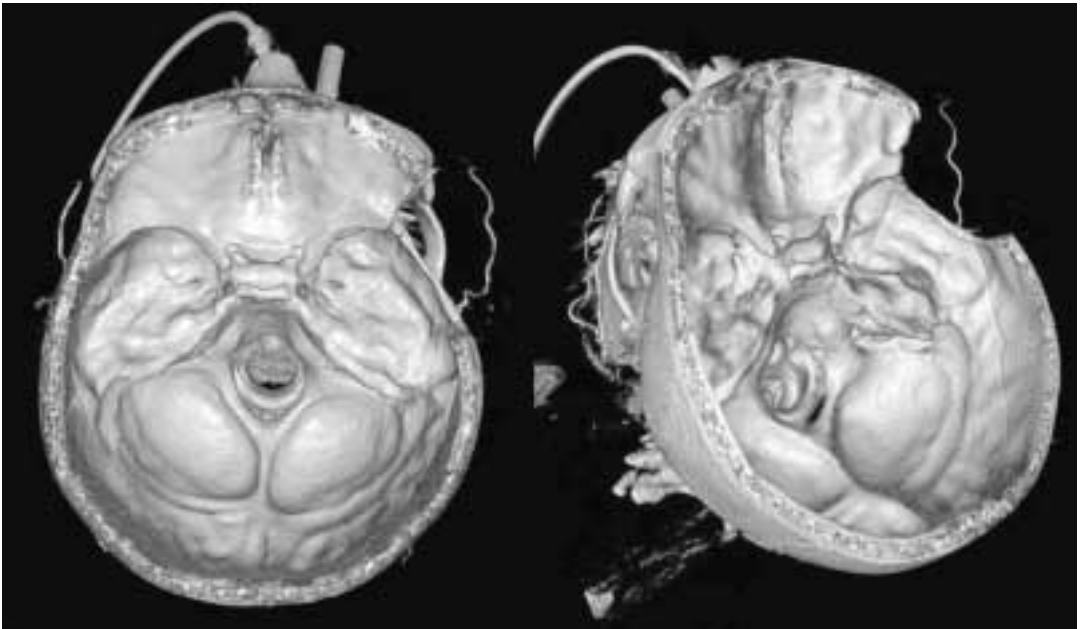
Reconstrucción tridimensional de un Angio-TC que demuestra la ausencia completa de circulación intracraneal. Se pueden ver las arterias temporales, ramas de la arteria carótida externa y un defecto óseo correspondiente a la craneotomía descompresiva (estudio realizado en el Servicio de Radiología I del Hospital Universitario Central de Asturias).
